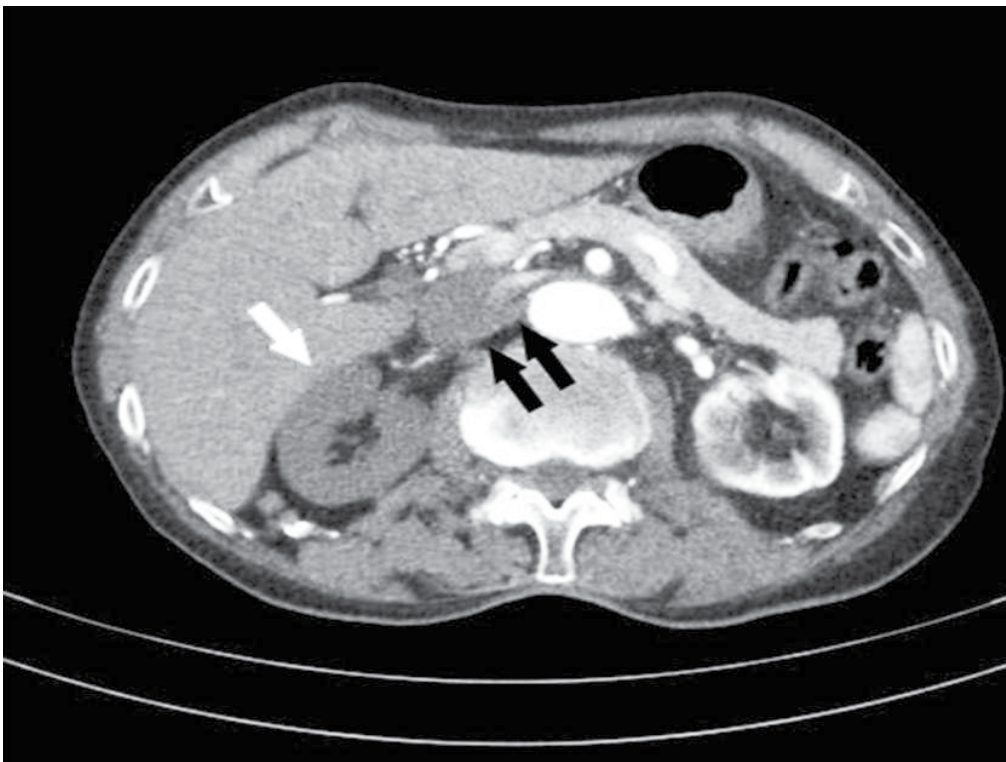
Computerized Tomographic Angiography showed that the right renal artery was occluded with hypodense thrombotic material (dark arrows) and no contrast-filling in the right kidney was striking (white arrow).
